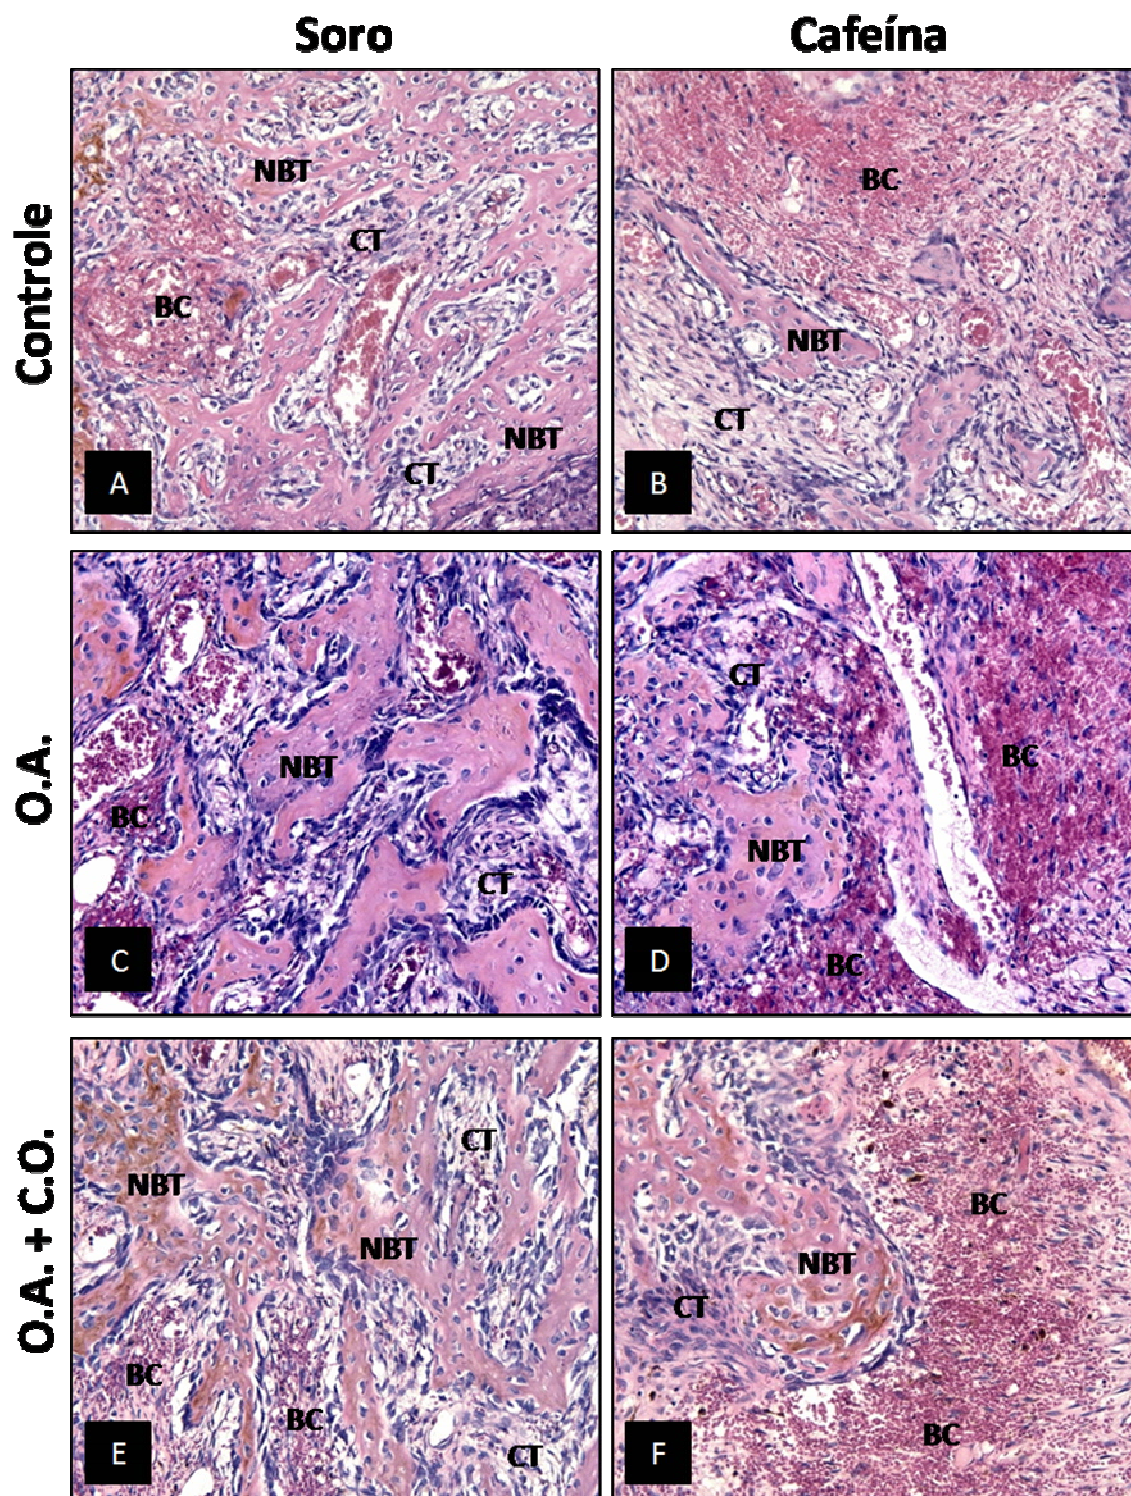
Cortes histológicas do terço médio alveolar dos grupos controle, osso autógeno, osso autógeno + células osteoblásticas de animais submetidos à administração de soro fisiológico e cafeína, 7 dias após a extração dental. Tecido ósseo neoformado (NBT); Tecido conjuntivo (CT); Coágulo sanguíneo (BC). Hematoxilina-eosina (aumento de 250x).
